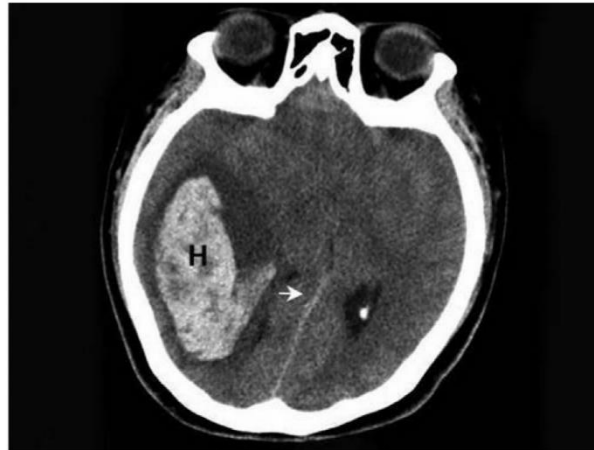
An image from a noncontrast computed tomography head study demonstrates a large right-sided frontoparietal temporal intraparenchymal hematoma (H). The midline (arrow) is shifted to the left due to mass effect from the hematoma. (Reproduced with permission from Dr. Amanda Zofkie.)
